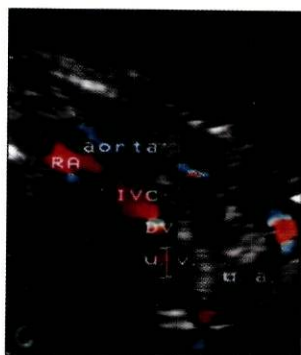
Imagem do retorno venoso para o coração posto em evidência por Doppler codificado a cores (RA-aurícula direita; UV- veia umbilical; IVC- veia cava inferior; UA- artéria umbilical; DV- ducto venoso).
